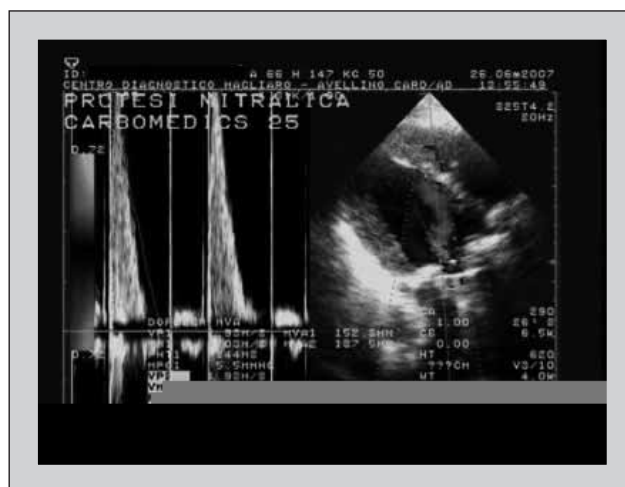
Immagine eco-color-doppler di protesi mitralica carbomedics.
